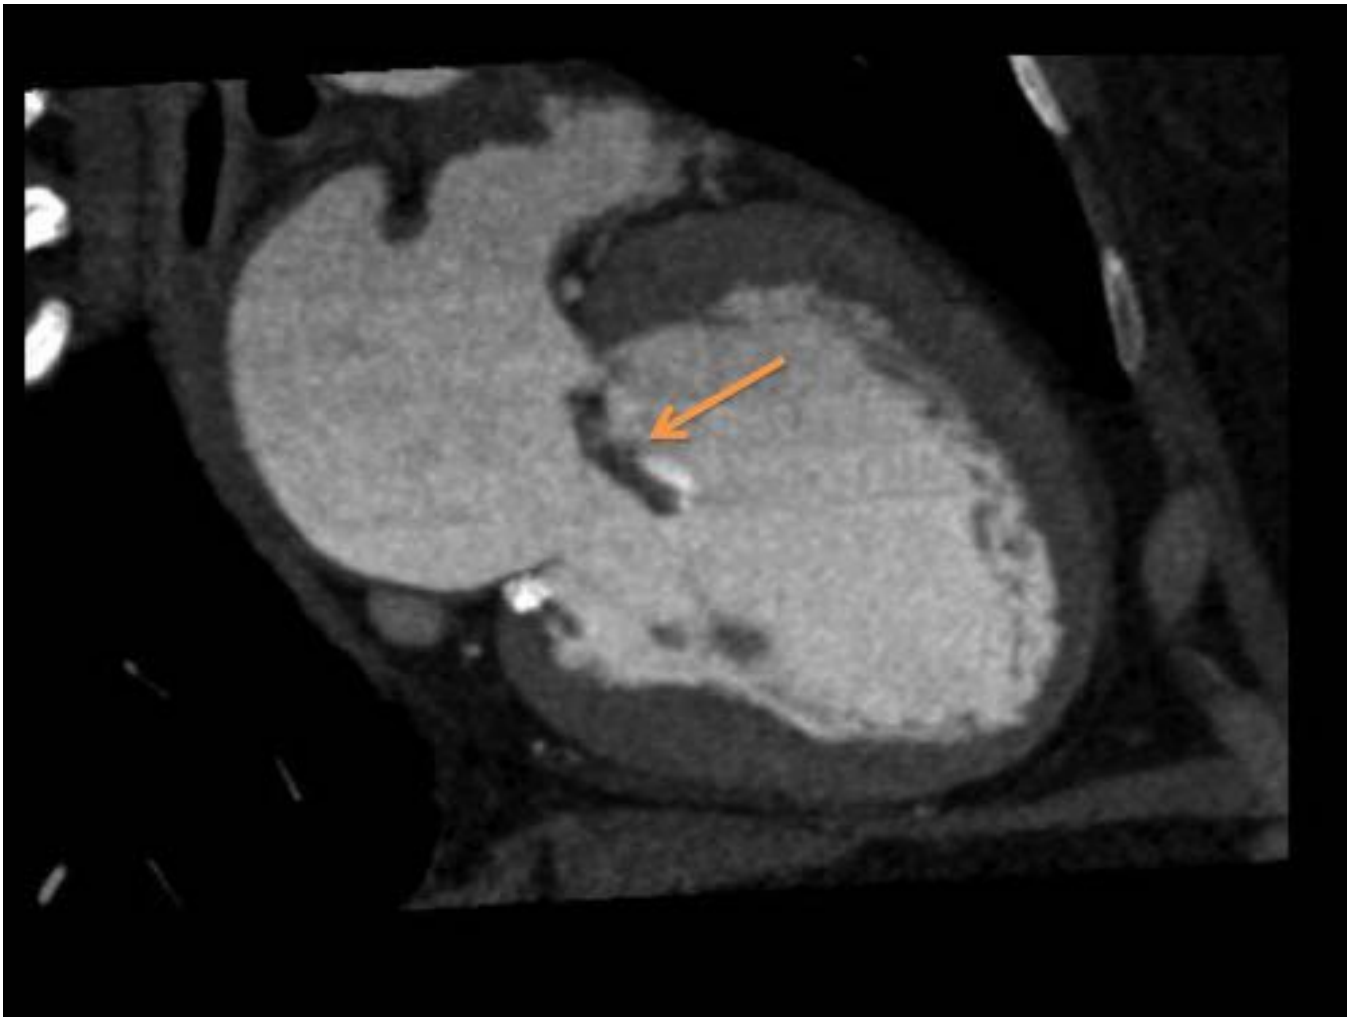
Mujer de 58 años de edad con fiebre de origen desconocido y palpitaciones con rachas de taquicardia supraventricular. TC cardíaco plano dos cámaras, donde se aprecia un verruga adherida a la valva anterior de la válvula mitral (flecha). Diagnóstico: endocarditis infecciosa aguda bacteriana.
